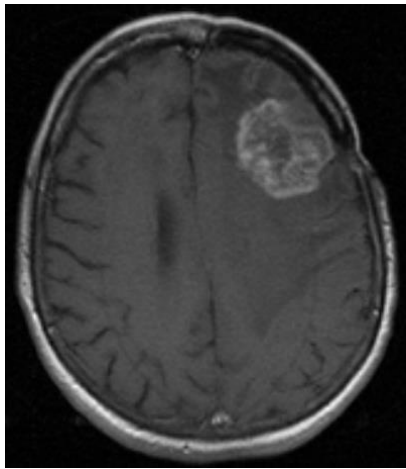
МРТ головного мозга пациентки Л-вой до оперативного вмешательства
